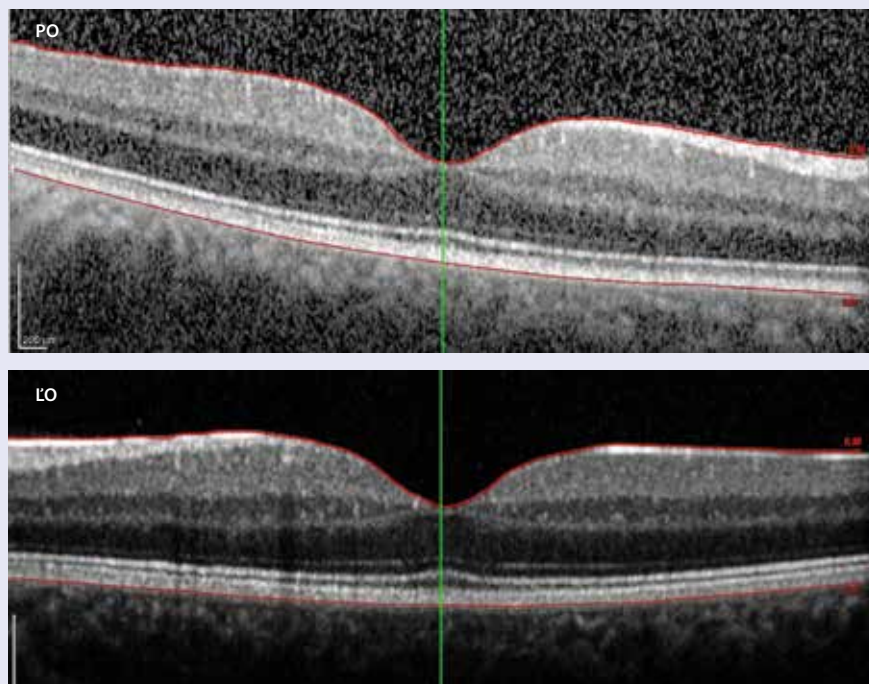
Optická koherentná tomografická angiografia: pravé oko (PO) – makula má normálnu stratifikáciu s fyziologickou foveálnou depresiou, ľavé oko (LO) makula s mierne oploštenou foveálnou depresiou a počiňajúcim fokálnym diabetickým edémom makuly
